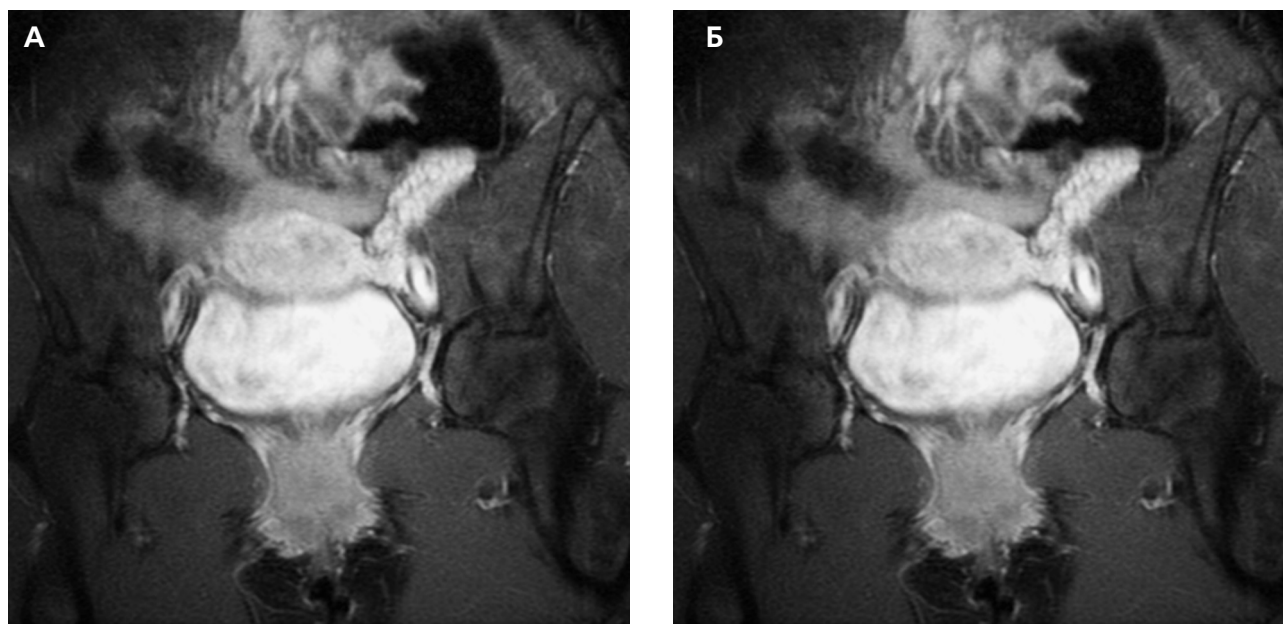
Мукоцеле аппендикса, МРТ снимки
